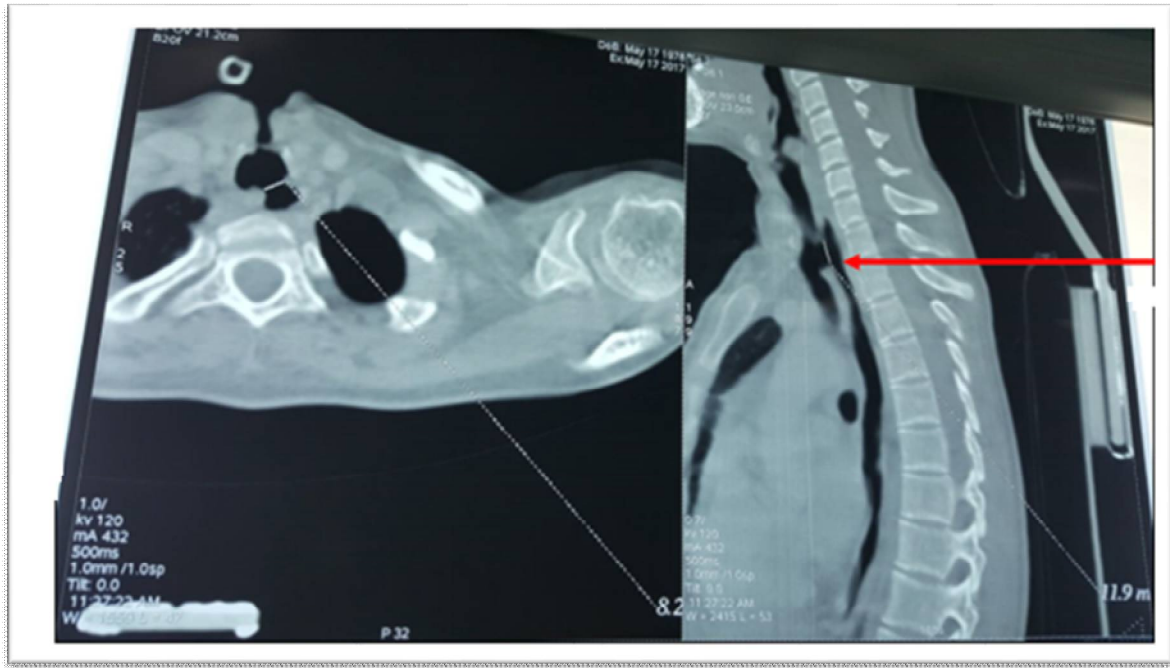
TDM cervico-thoracique objectivant la FOT au niveau de la trachée cervicale (flèche rouge)
